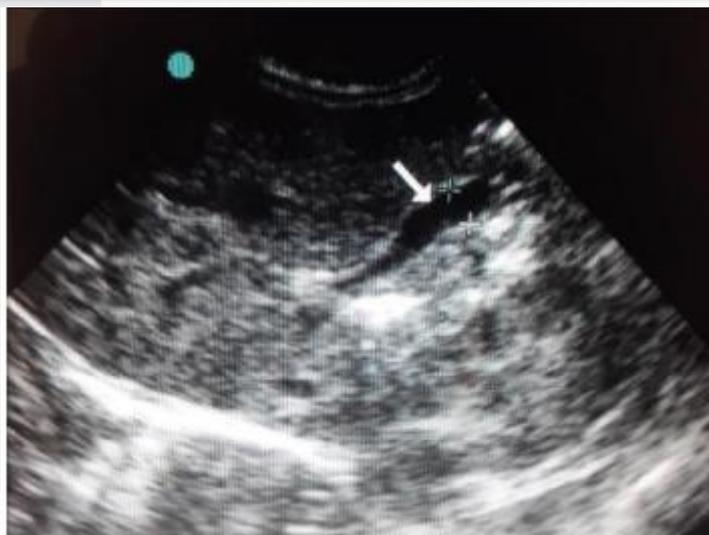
УЗИ правого верхнего квадранта в режиме В, показывающее продольный вид желчного пузыря (белая стрелка) и измерение (калиперы) самого широкого внутрипросветного передне-заднего диаметра желчного пузыря.
